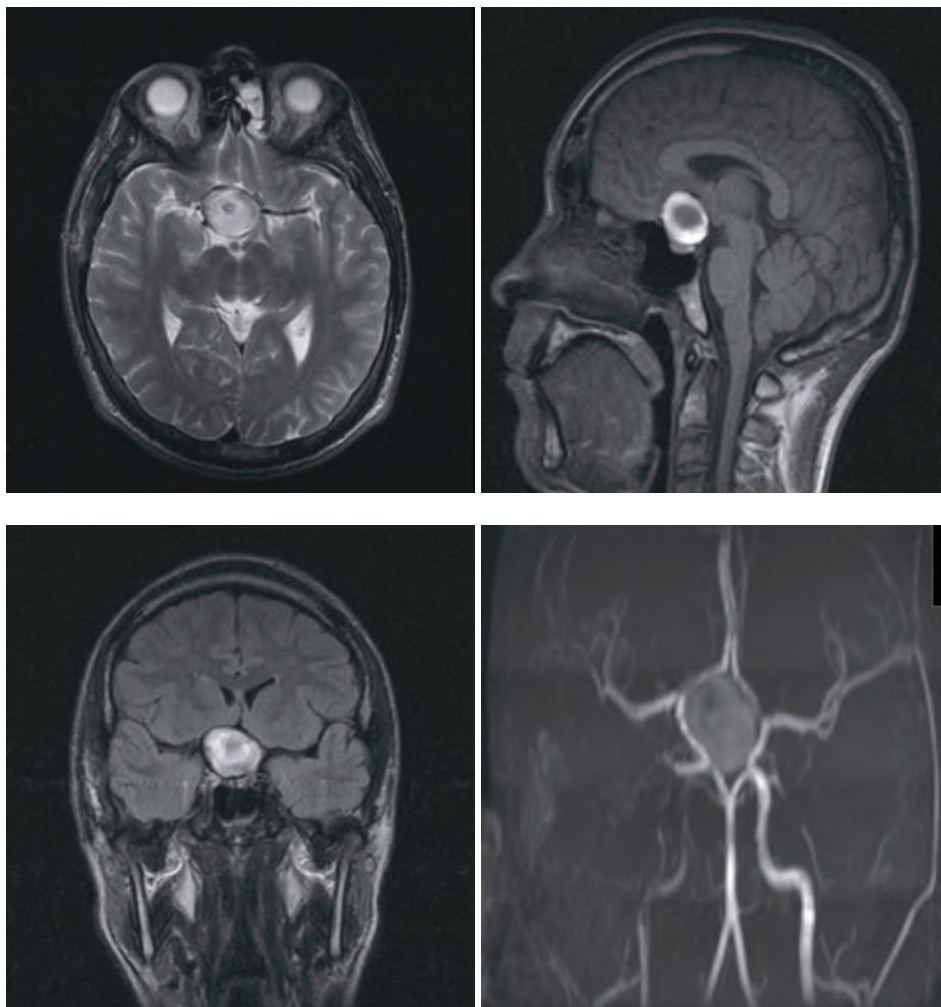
МРТ головного мозга с контрастным усилителем.
